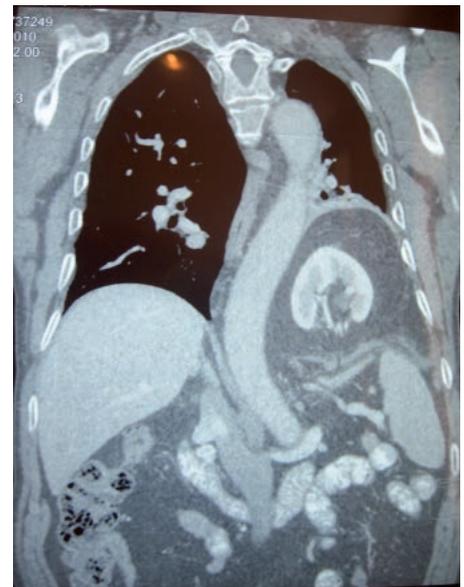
Tomografía (corte sagital) de una hernia de Bochdalek, donde se muestra el defecto posterior izquierdo y su contenido: riñón, estómago, bazo y colon.
